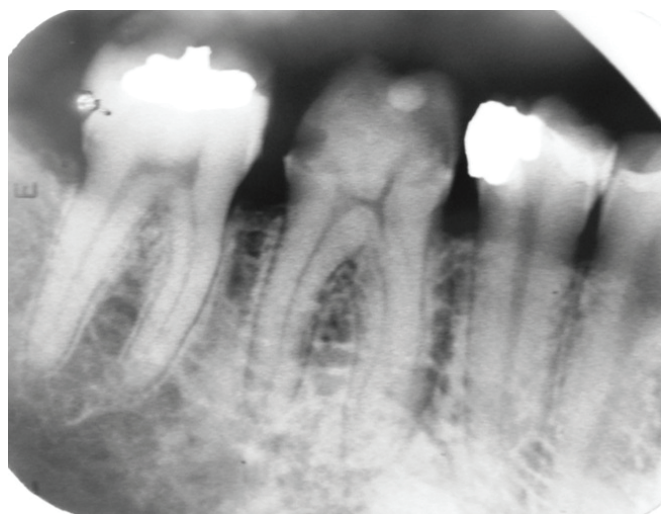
Radiografia periapical inicial do dente 46.
